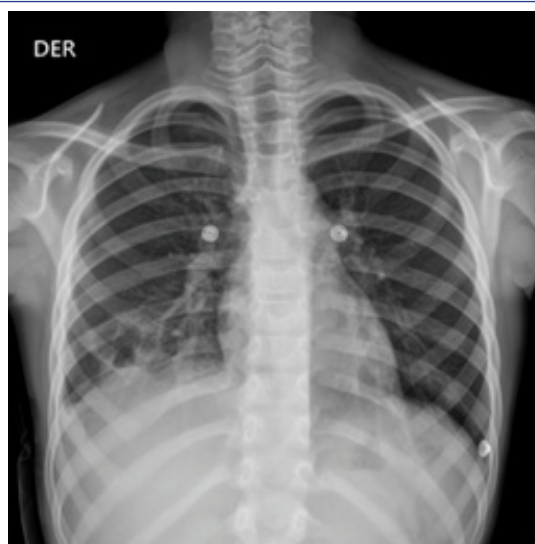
Radiografía de tórax, se observa radiopacidad basal derecha con borramiento de ángulos costo y cardiófrénicos ipsilateral. Elemento de monitoreo externo. Posteriormente se evidencia imagen después de intervención quirúrgica.
